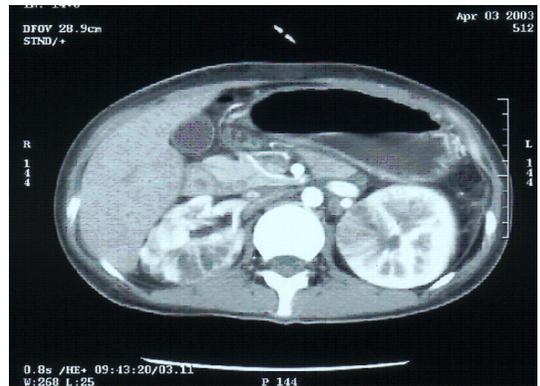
Post-contrast abdominal CT scan shows multiple wedge shaped poorly enhancing low density lesions in both kidney. About 3 cm sized heterogeneous lesion in right kidney.
